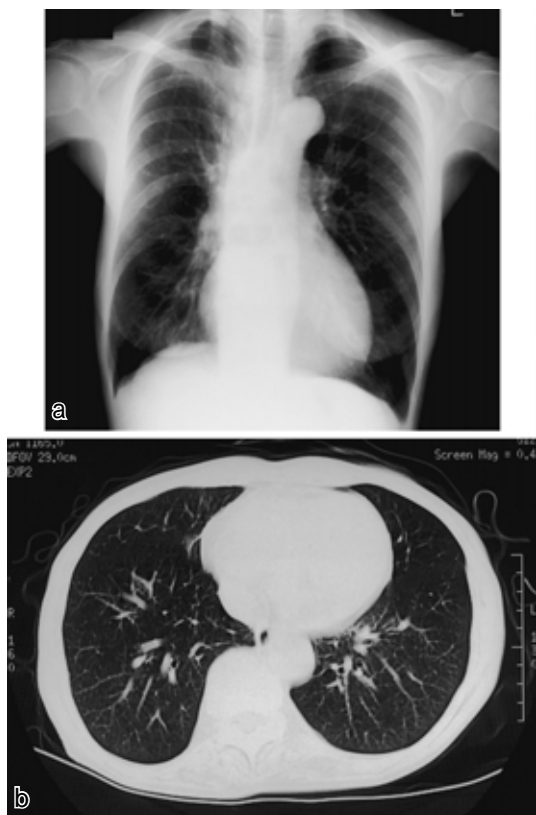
Chest radiograph (a) and computed tomography scan (b) taken on admission, and showing irregular infiltrations throughout the bronchovascular bundle in the lower lung fields with bilateral pleural effusions.
